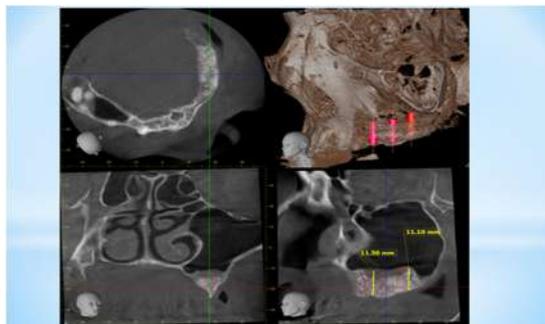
Пациент А., 40 лет, 3Д КТ верхней челюсти
